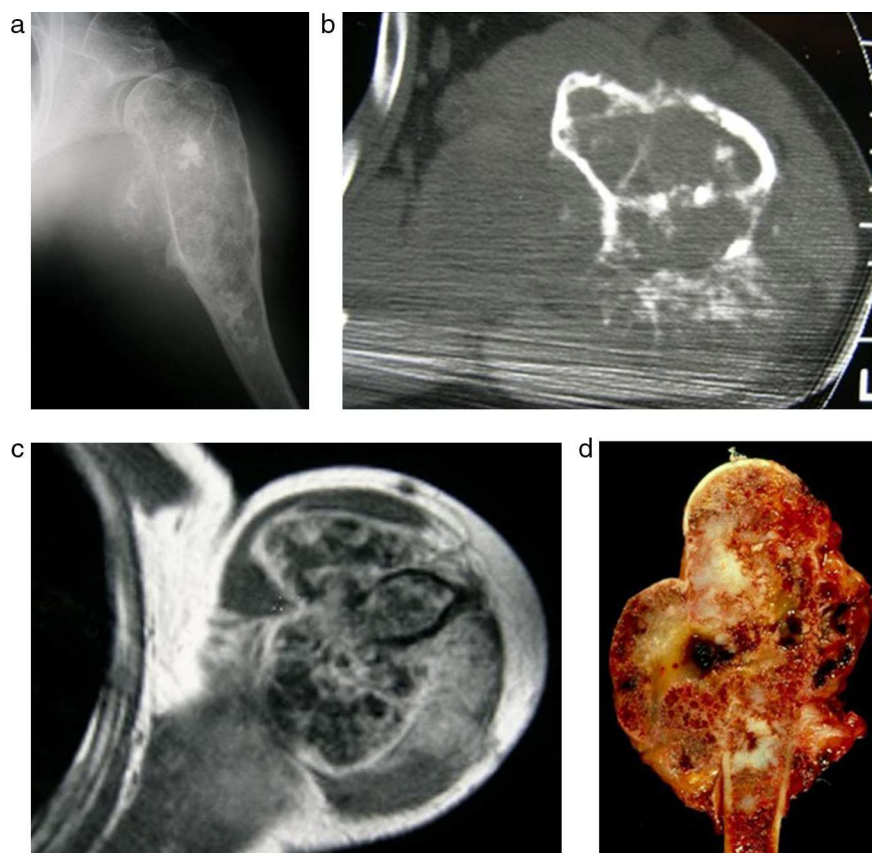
Condrosarcoma secundario de húmero en un varón de 44 años con enfermedad de Ollier. a) La radiografía muestra una lesión osteolítica intramedular con calcificaciones cartilaginosas en su matriz, erosión endosteal, disrupción de la cortical ósea y una tumoración de partes blandas parcialmente calcificada. b) La TC y la imagen transversal de RM potenciada en T1 con gadolinio c) del húmero proximal muestran cómo el tumor surge de la cavidad medular y, destruyendo la cortical ósea, se extiende hasta las partes blandas, con un patrón típico de calcificación de la matriz tumoral y realce con el contraste. d) Fotografía de la pieza de resección que muestra un tejido friable y hemorrágico con nódulos cartilaginosos.
